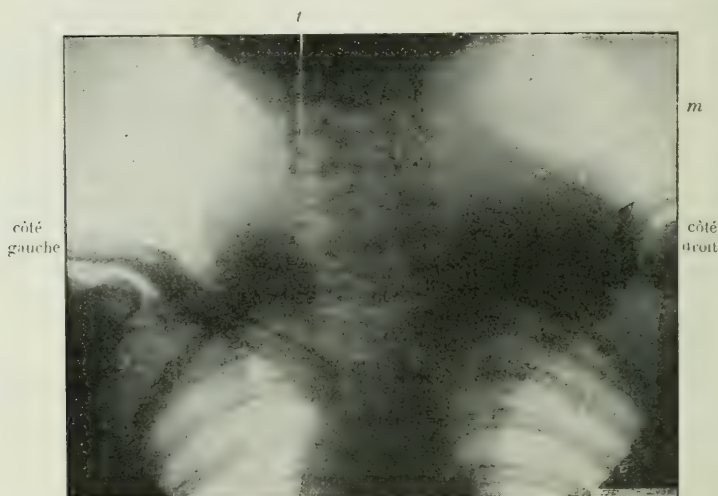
Radiographie de la région cervicale chez un homme atteint d'une tumeur thyroïdienne diffuse, avec grosse masse lobaire droite ( cliché Nogier, obs. Poncet, Leriche.) La silhouette de cette masse se projette en *m*. La trachée *t* présente une incurvation à concavité droite ; elle se projette sur le bord gauche de la colonne suivant une bande gris pâle ;
